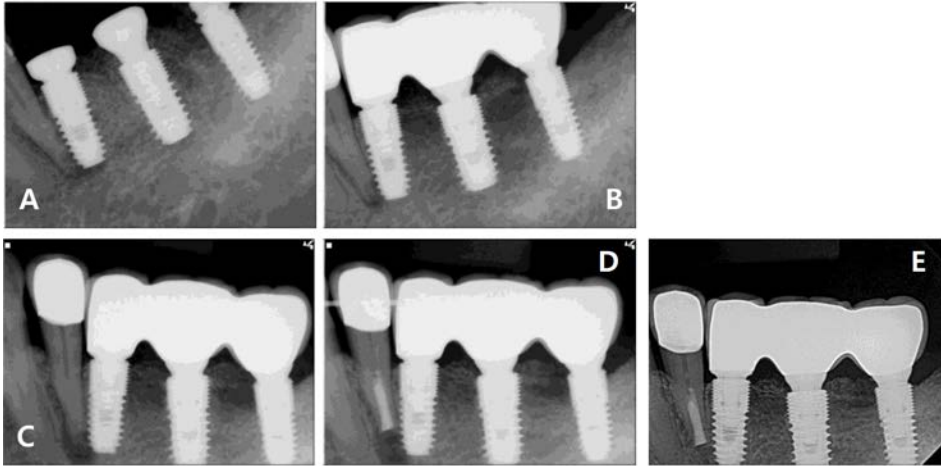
(A) Periapical radiograph after implant placement. Implant approached to the root of the adjacent tooth with less than or equal to 1 mm distance. (B) Periapical radiograph 34 months after implant placement. (C) Periapical radiograph 59 months after implant placement. Radiolucency was increased. (D) Intentiona replantation of invaded premolar was performed 60 months after implant placement. (E) Periapical radiograph 67 months after implant placement. Periapical radiolucent lesion was disappeared.
